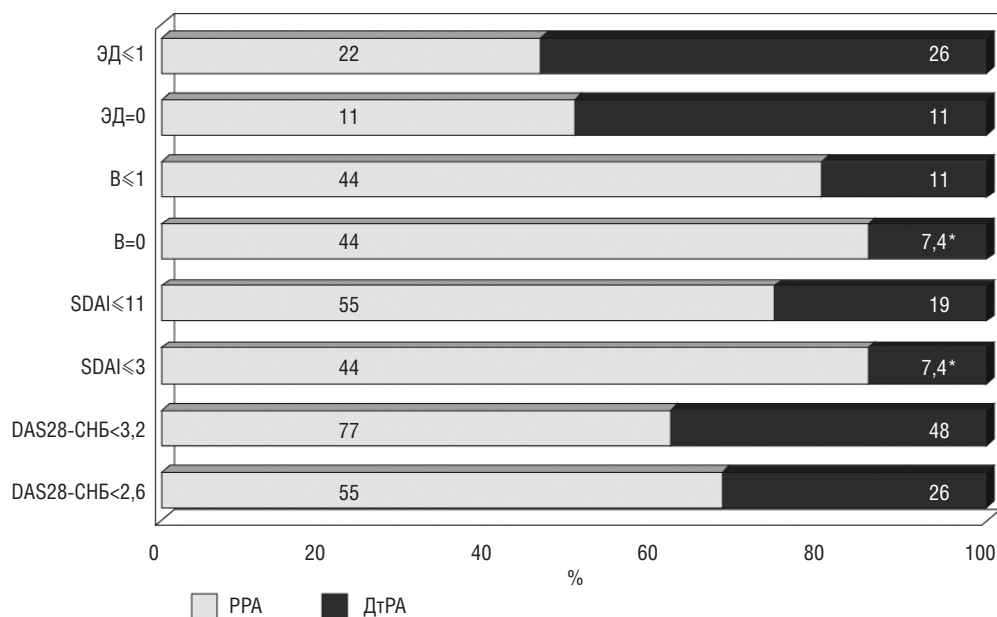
Частота достижения ремиссии и низкой активности по данным клинических индексов и УЗИ у пациентов с РА. * $p < 0,05$
